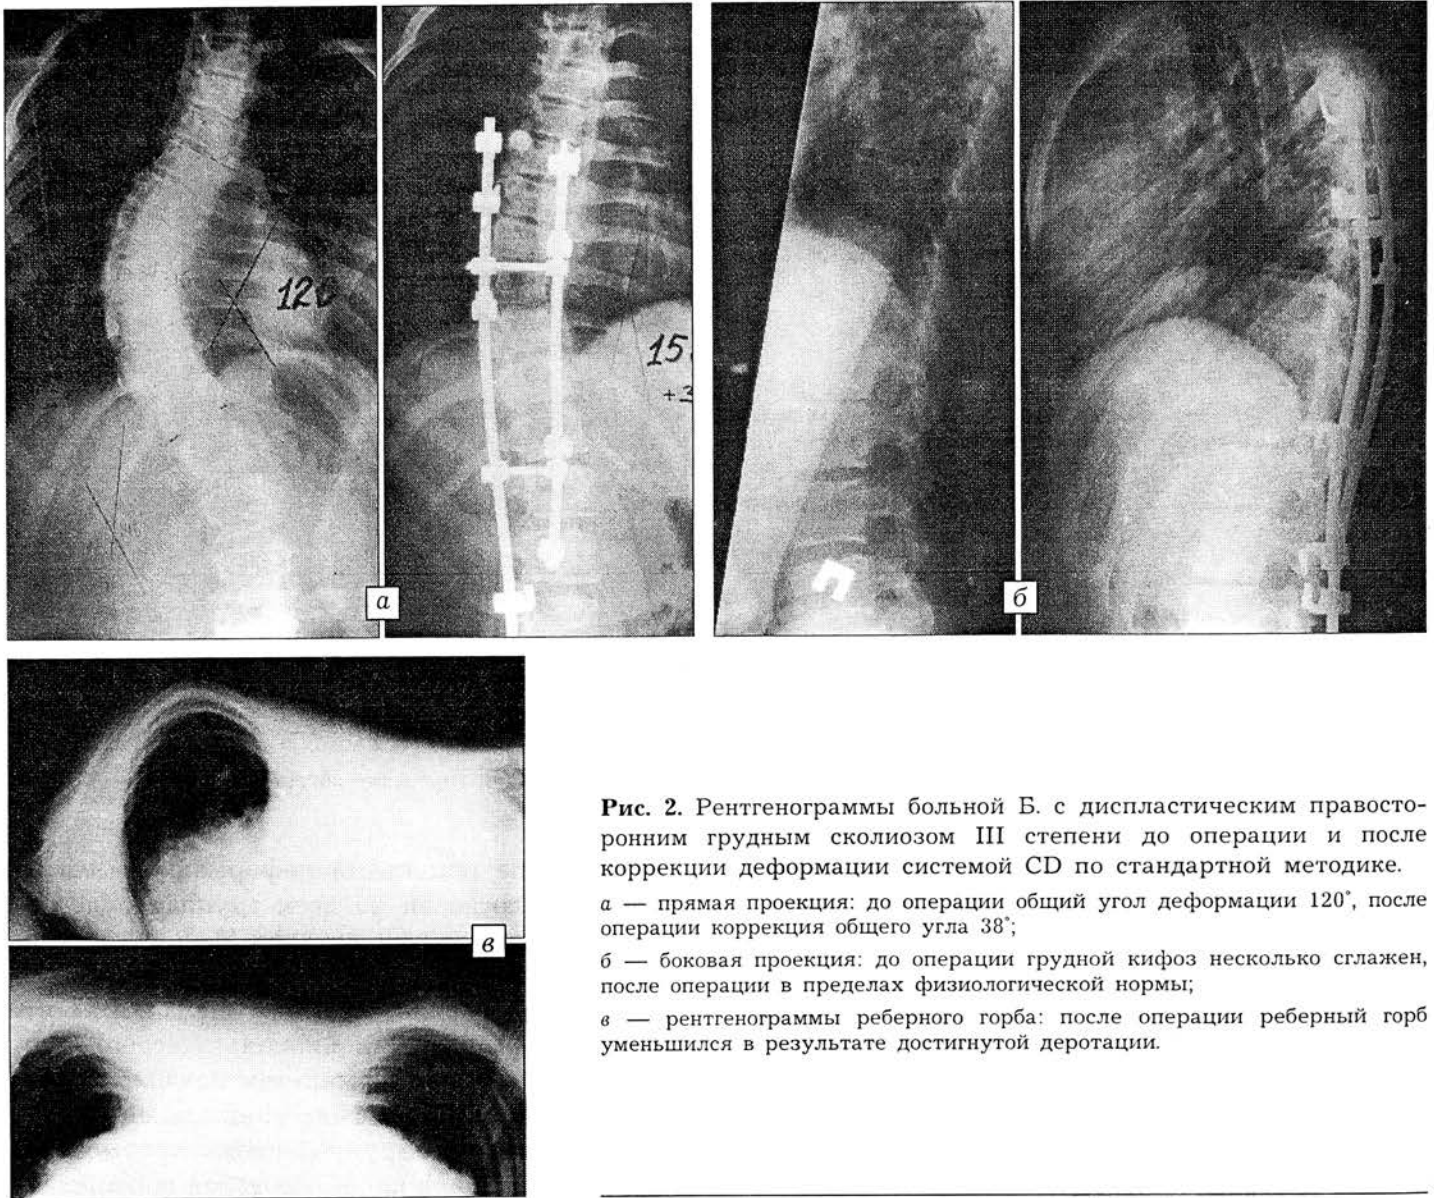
Рентгенограммы больной Б. с диспластическим правосторонним грудным сколиозом III степени до операции и после коррекции деформации системой CD по стандартной методике.
